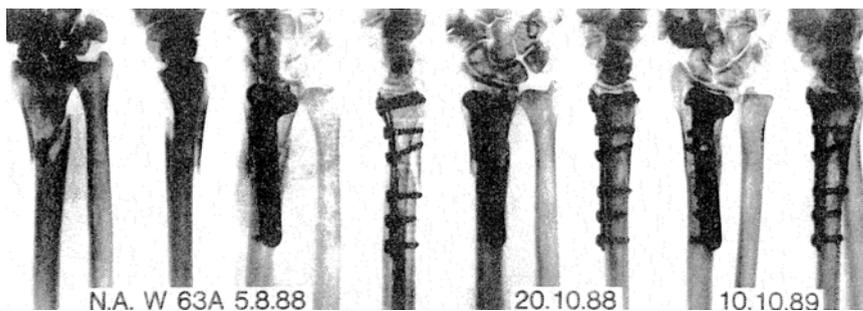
Röntgenserie einer 50-jährigen Frau, die bei einem Sturz eine distale Radiuschaftfraktur (Typ Galeazzi) erlitt. Am Aufnahmetag erfolgte die Verplattung von volar, wobei aufgrund des kurzen distalen Fragmentes eine Abstützplatte gewählt wurde. Gipsfixation für drei Wochen, keine Revision des distalen Radioulnargelenkes. Nachher funktionelle Therapie. Bei der Nachuntersuchung zeigten sich ein gutes funktionelles Resultat und freie Beweglichkeit. Es bestanden nur geringe Schmerzen bei Wetterwechsel und bei massiver Belastung.
